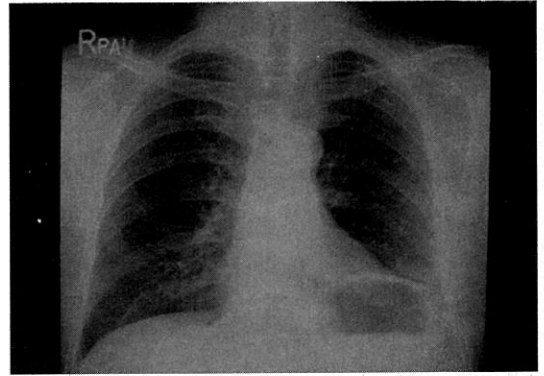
Postoperative chest X-ray showing left diaphragmatic elevation, no hemopneumothorax.
